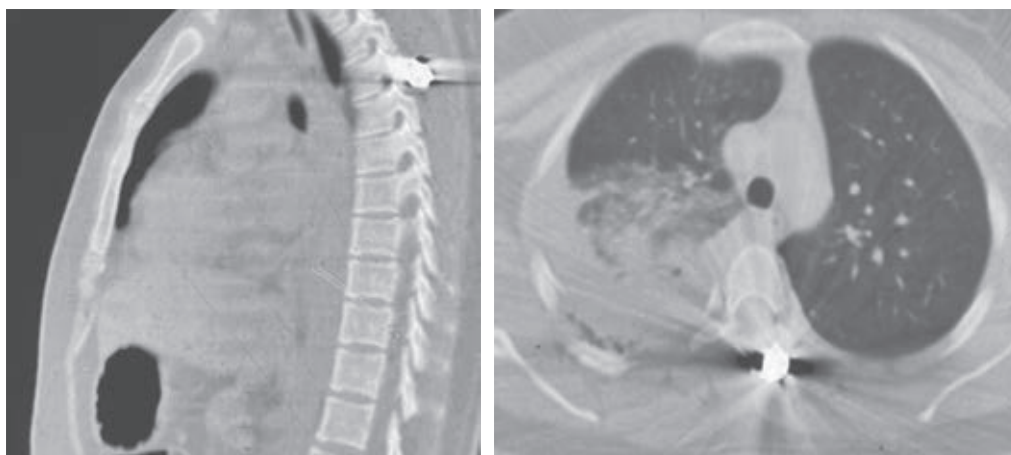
Tomografía axial computarizada prequirúrgica. Se observan en los cortes axiales la destrucción del pedículo y en el corte sagital el proyectil incrustado a nivel de T3.
